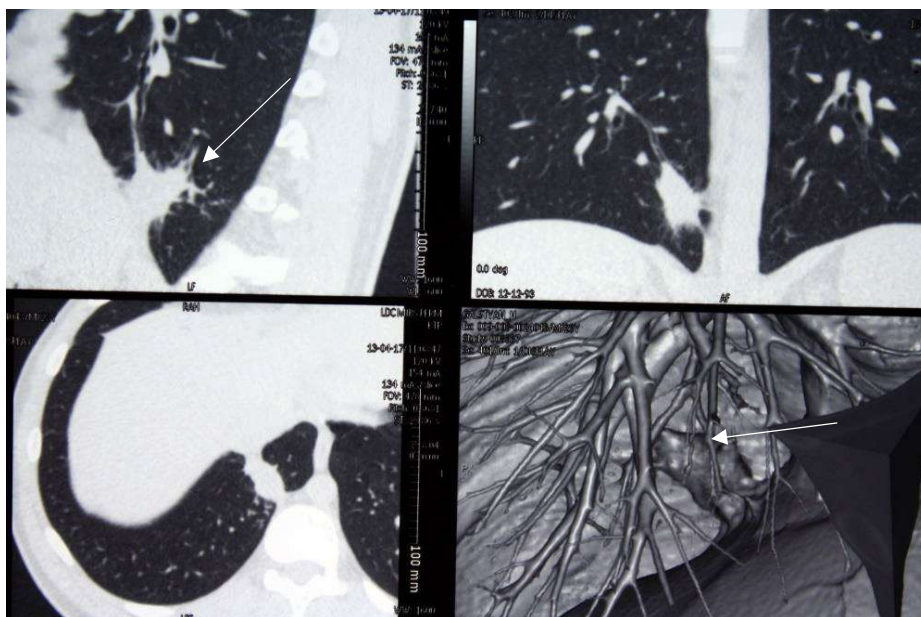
Компьютерная томограмма с 3D – реконструкцией эхинококка нижней доли правого легкого. Округлая тень в нижней доле до операции описана как опухоль.
